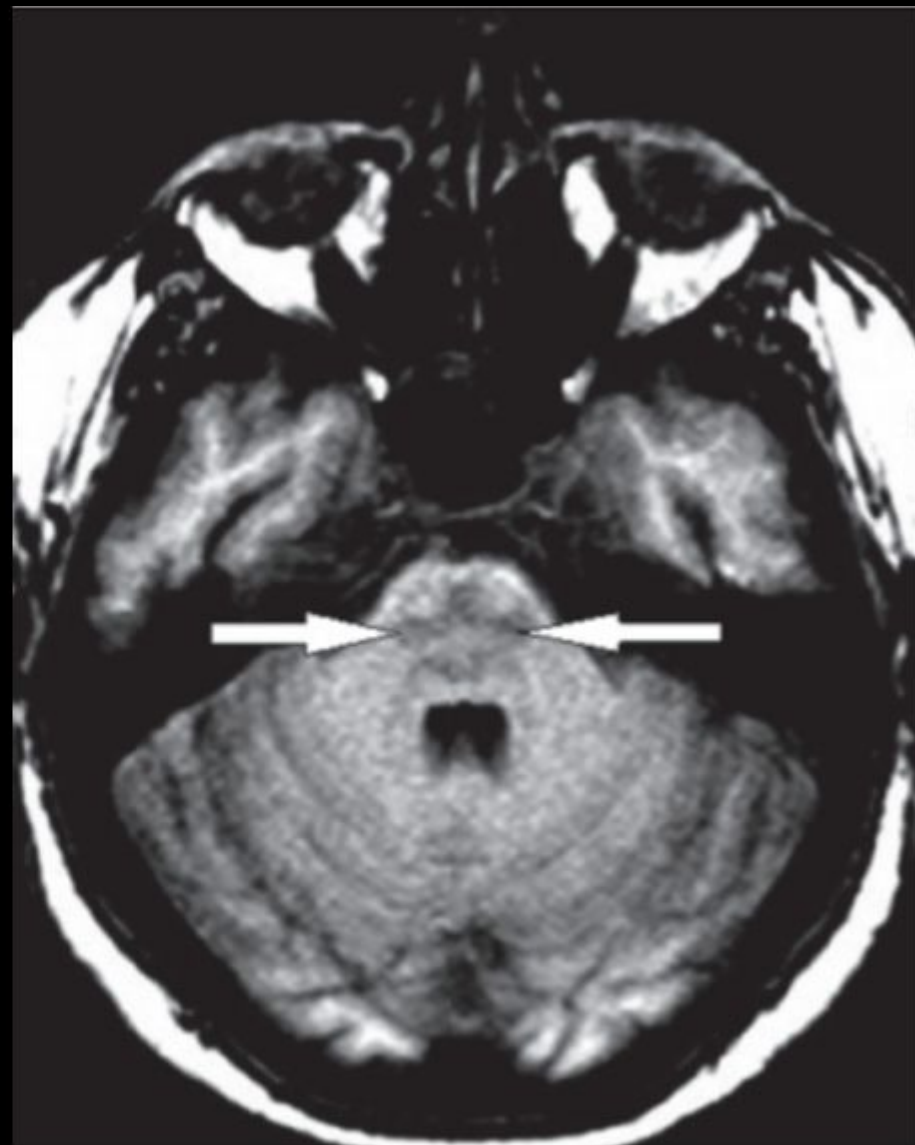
МРТ головного мозга пациентки А. Зона неправильной формы в области моста головного мозга с повышенной интенсивностью в режиме  $T_2$
